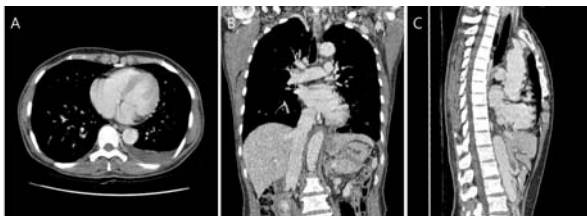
흉부 CT의 다중 단면 재구성 결과, (A)축상면, (B)관상면, (C)시상면
